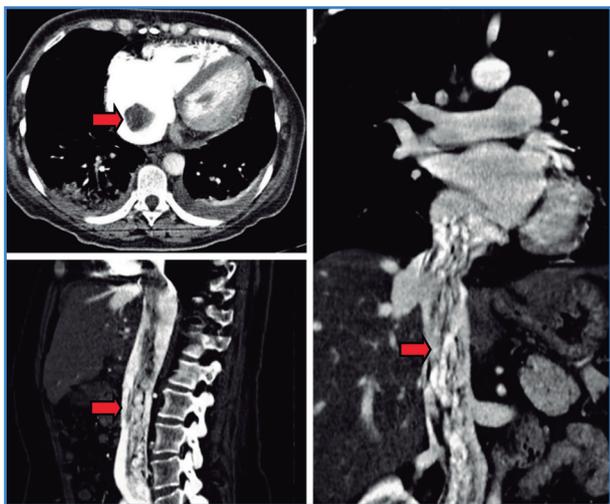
Tomografía que evidencia la lesión tumoral dentro de la aurícula derecha y de la vena cava en los cortes axial, sagital y coronal (flechas rojas).
